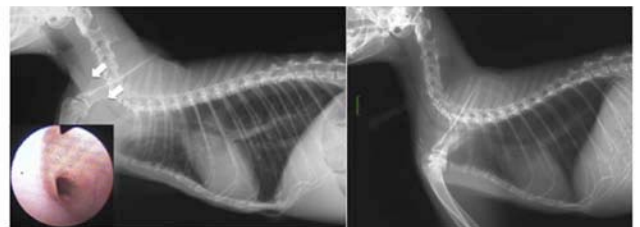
気管狭窄の例。初診時胸部X線 lateral 像にて頸部気管が広く狭窄していた（左）。気管支鏡にて観察生検後、気道開存のためのシリコンTチューブを設置した（右）。のちに良性狭窄と判明し、4ヵ月後に再度気管支鏡にて粘膜正常化を確認し、チューブを抜去した。
